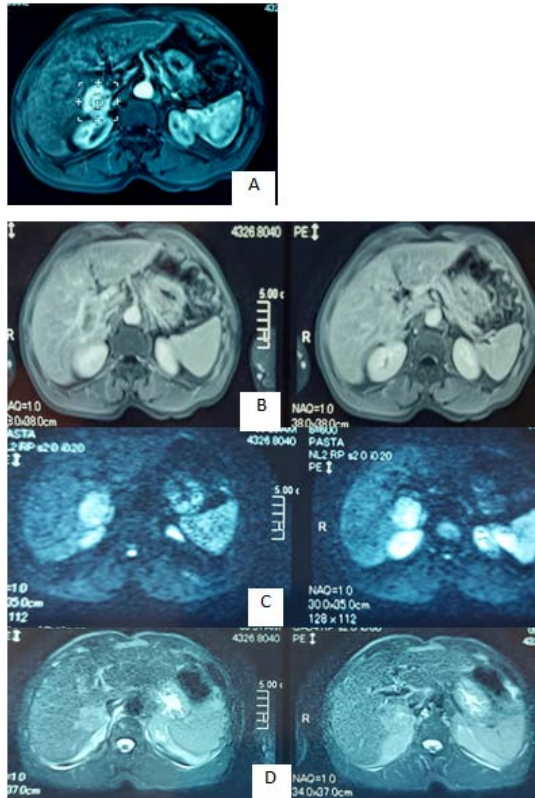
IRM hépatique en coupes axiales : (A) : Rehaussement intense T1 après injection de Gadolinium au temps artériel, (B) : T1 après injection temps portal ; Discret lavage portal, (C) : Séquence T2 : Hyper signal modéré T2, (D) : Hyper signal diffusion
